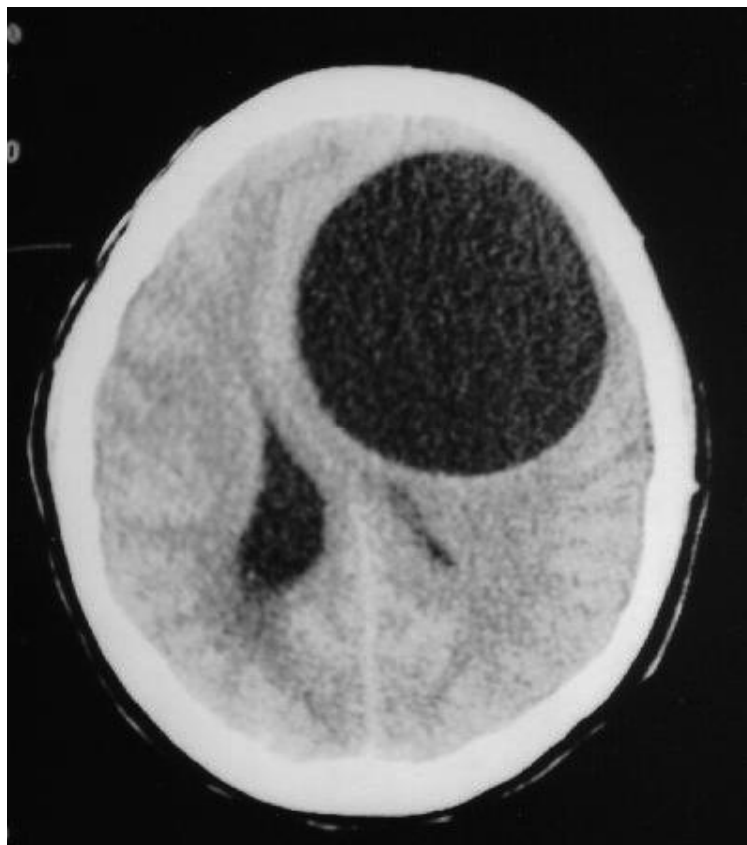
Coupe axiale d'une TDM cérébrale avec contraste montrant un kyste hydatique frontal gauche.
